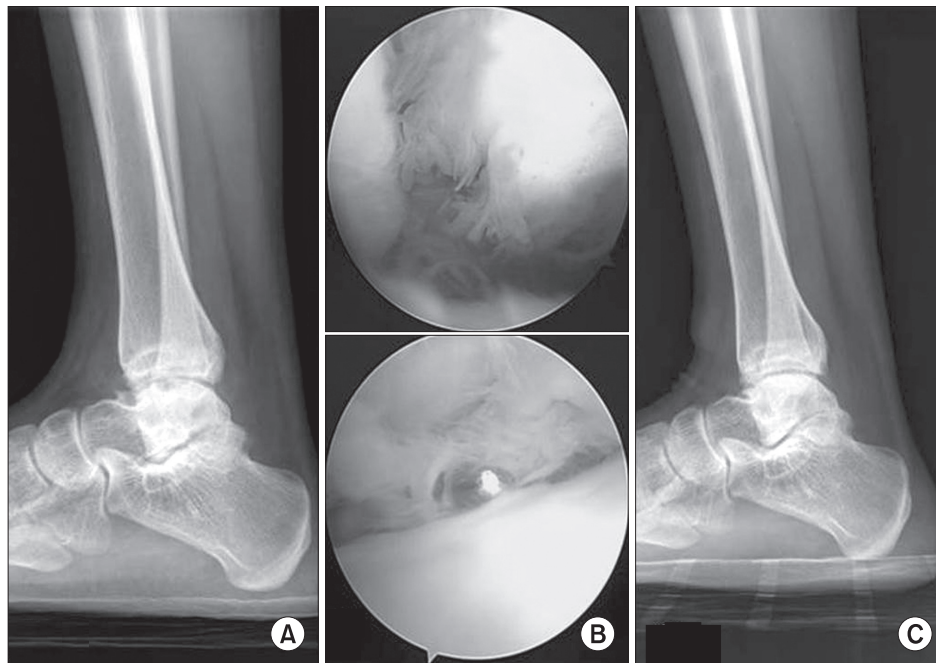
(A) Preoperative antero-posterior and lateral radiographs of a 17-year-old boy showing narrow joint space and anterior beaking of the talus. (B) Arthroscopic finding shows synovial proliferation. We performed synovectomy. (C) Two years later, this radiographs show no evidence of disease progression.
